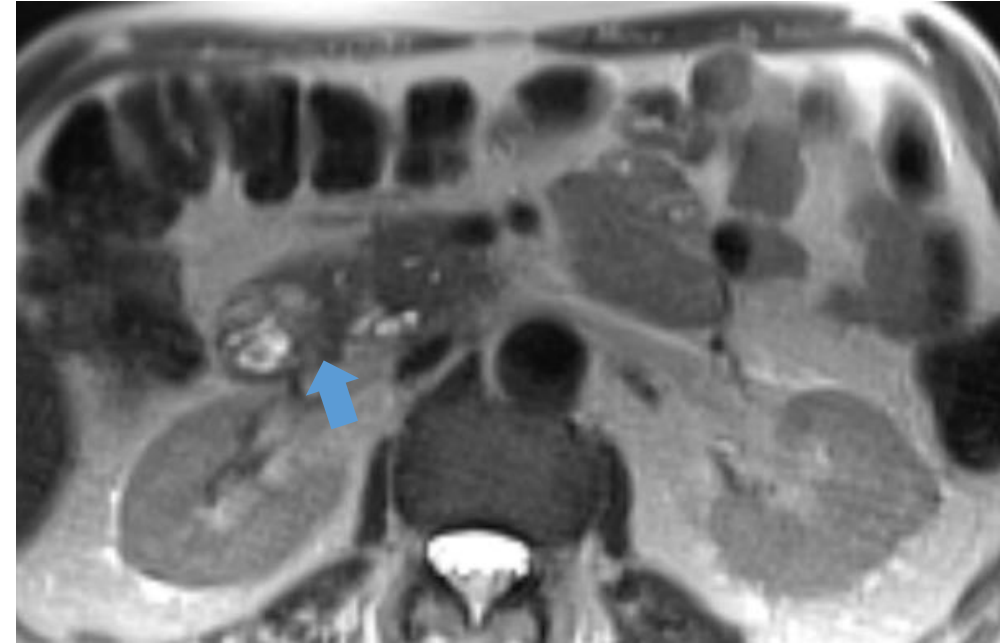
Imagen de RM en paciente con PS que muestra engrosamiento de pared duodenal (flecha azul).
